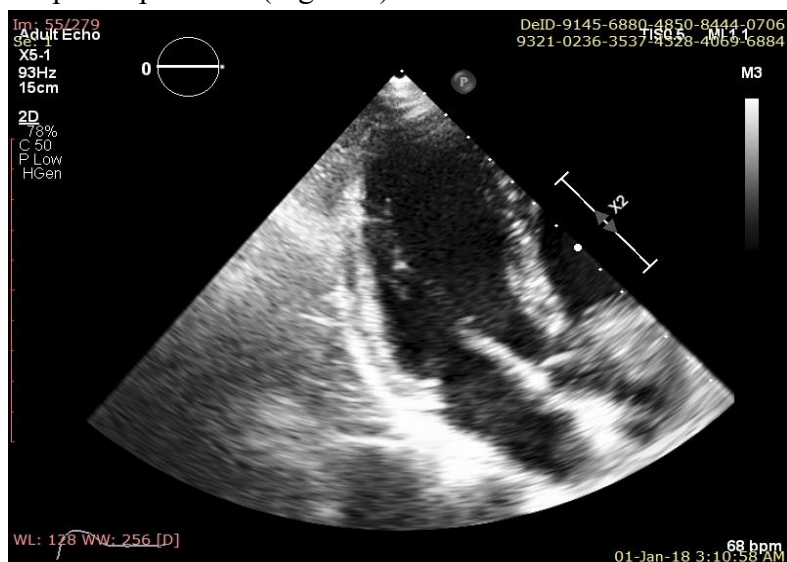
Ecocardiografie transtoracică – incidența apical 3 camere (imagine din cazuistica Clinicii de Cardiologie a SCJU Târgu Mureș)
